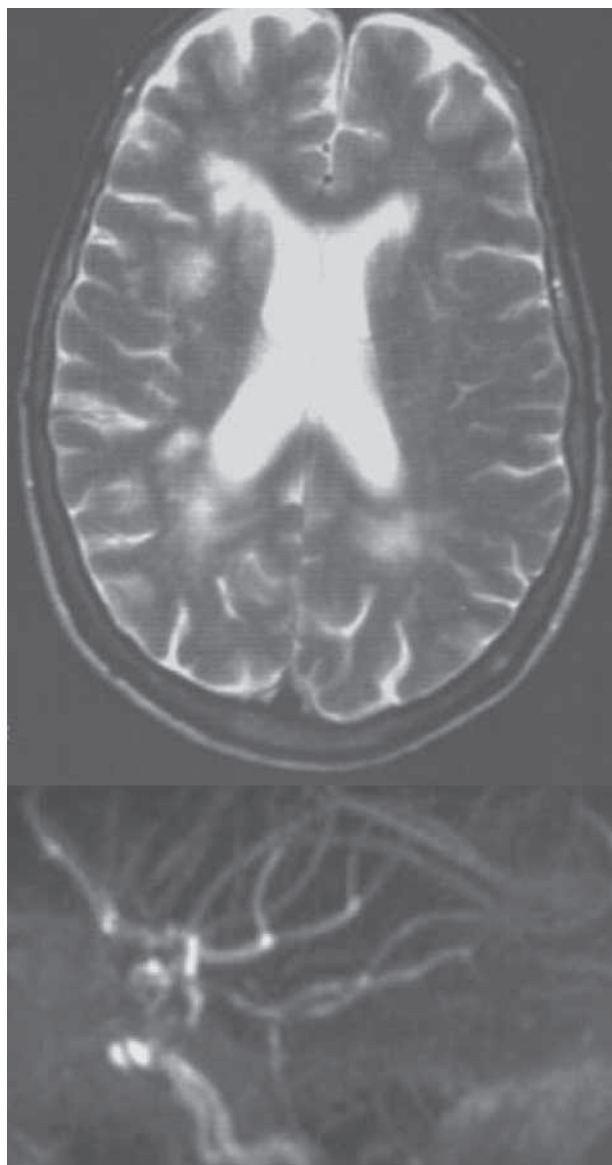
RM cerebroaxial T2 y angio-RM.
